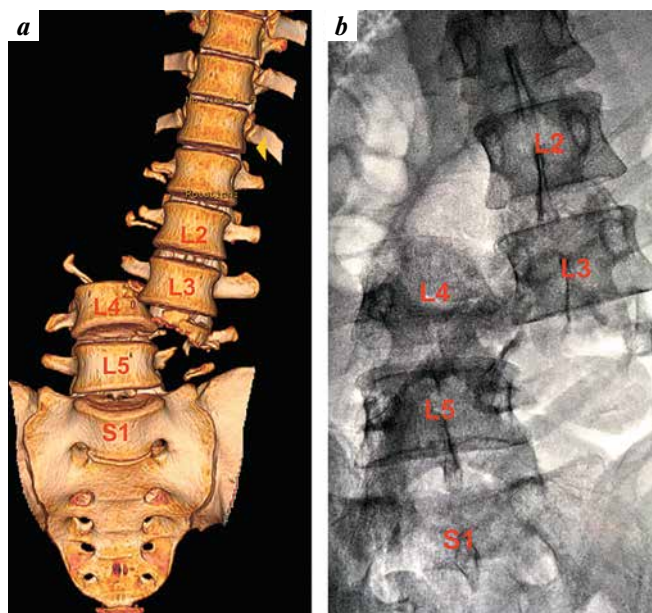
(Computed tomography with 3D reconstruction showing  $L_3$ – $L_4$  dislocation (a). (Lumbar anteroposterior X-ray showing the  $L_3$ – $L_4$  dislocation (b)
